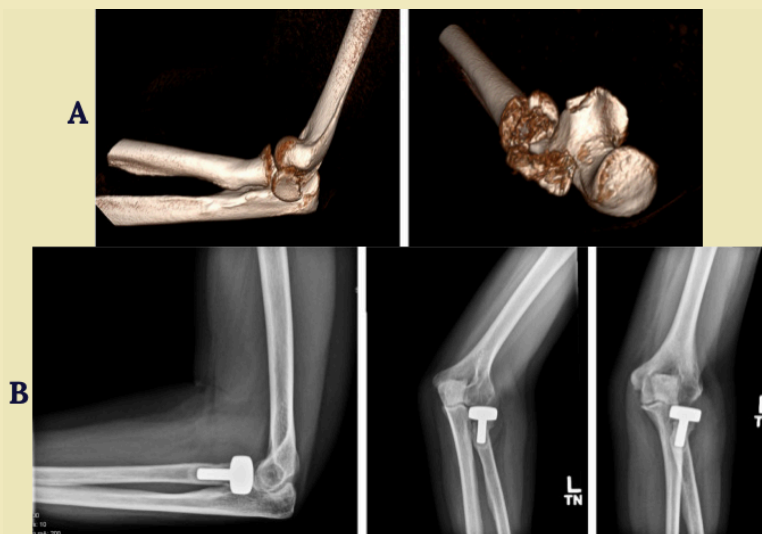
Manejo de la Triada Terrible. (A) TC 3D mostrando una fractura conminuta de cabeza radial no reconstruible. (B) Artroplastia de cabeza radial que restaura la columna lateral y la estabilidad articular. Fuente: Van Rysselberghe NL et al. J Orthop Trauma 2021
